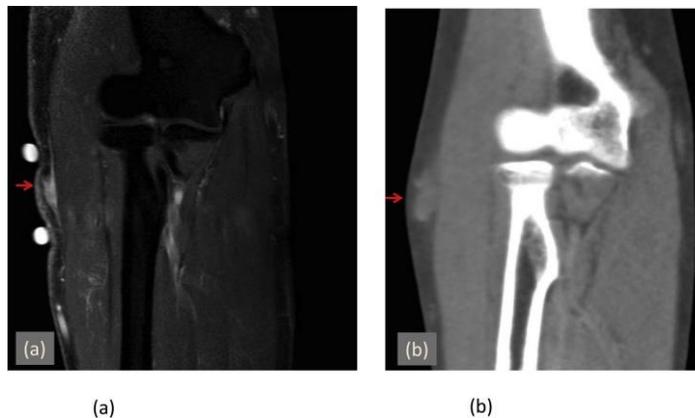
Comparación del tumor inicial y tumor recurrente. (a) La MRI mostro una masa (9 x 6 mm) la cual se diagnosticó como FN. (b) Cuatro años después más tarde, se encuentra una recidiva en el mismo sitio anatómico la cual también fue diagnosticada como FN.⁵⁴
